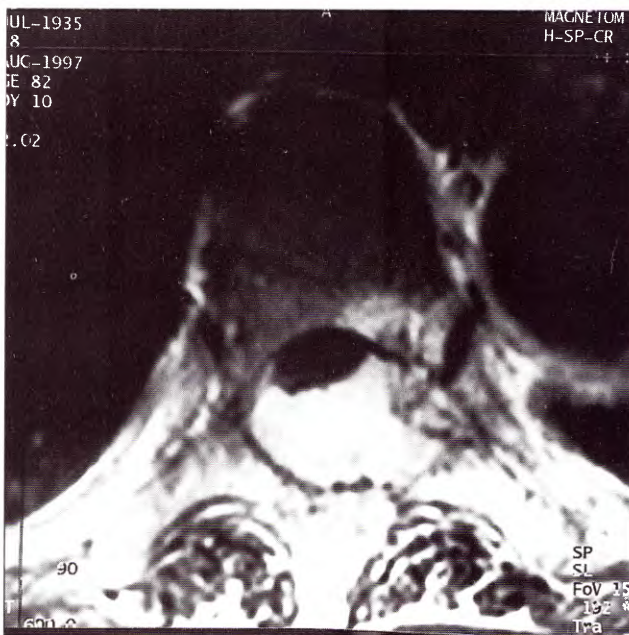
IRM preoperatoria postcontraste en corte axial. Se observa la infiltración del pedículo y lámina izquierdos.
